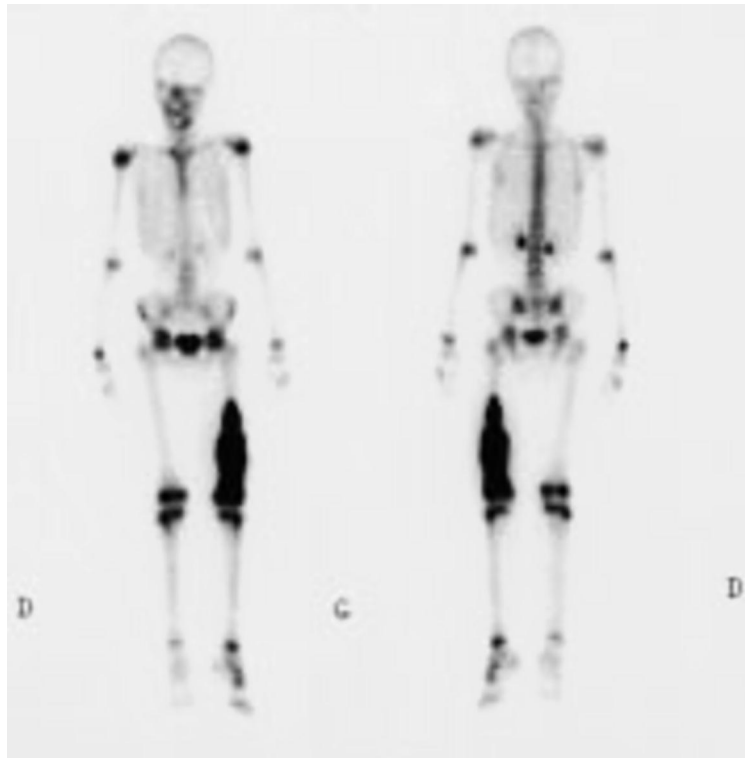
scintigraphie osseuses Hyperfixation au niveau du fémur gauche.* [47]
